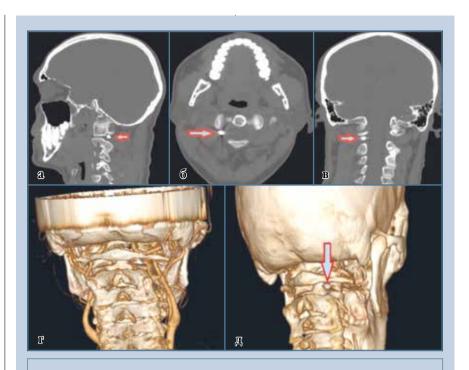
КТ пациента А., 50 лет: a – сагиттальная КТ-реконструкция; б – аксиальная КТ-реконструкция; r – 3D-реконструкция КТ-ангиографии; д – 3D-реконструкция нативного снимка; стрелками указано инородное тело
